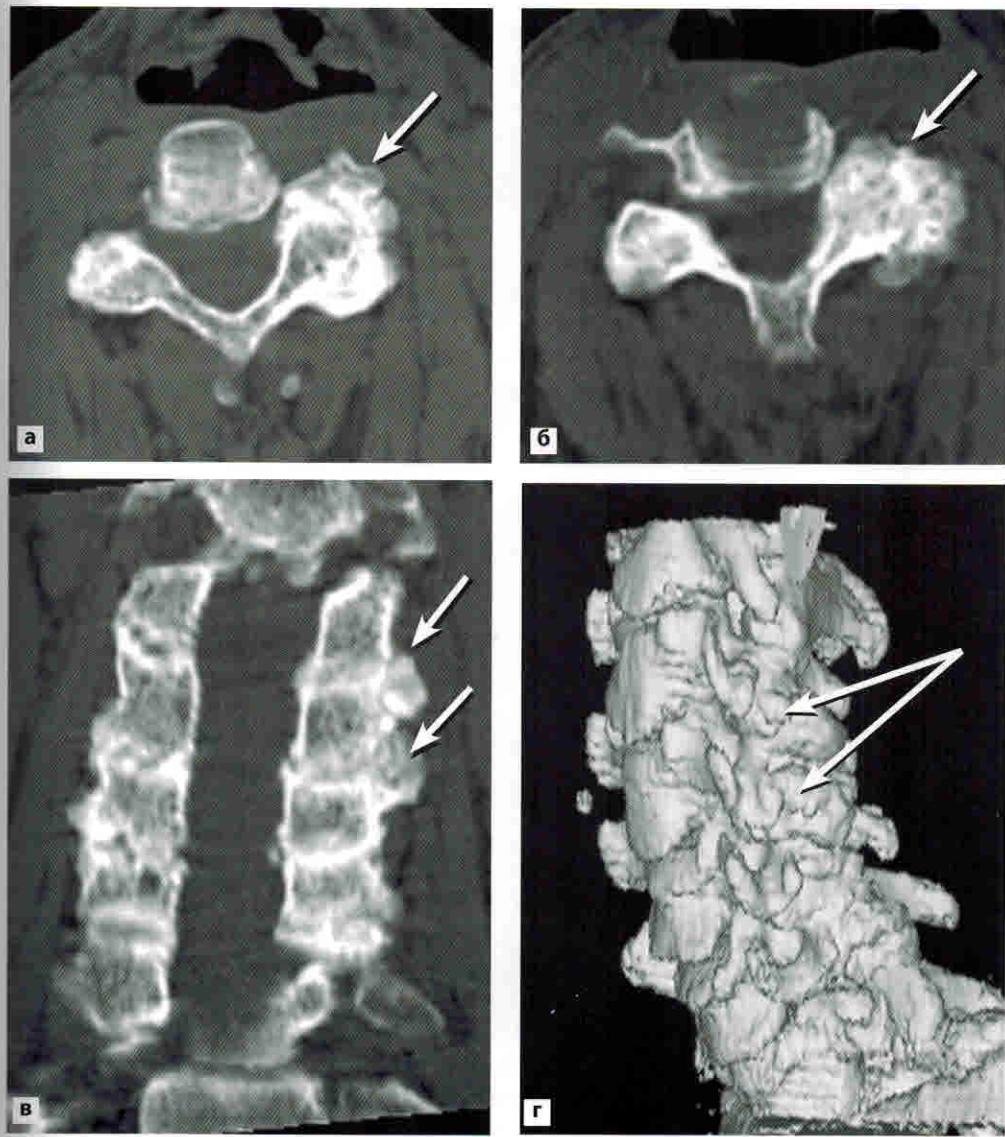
(а–г). Выраженные дегенеративные изменения дугоотростчатых суставов на всех уровнях шейного отдела позвоночника. КТ
